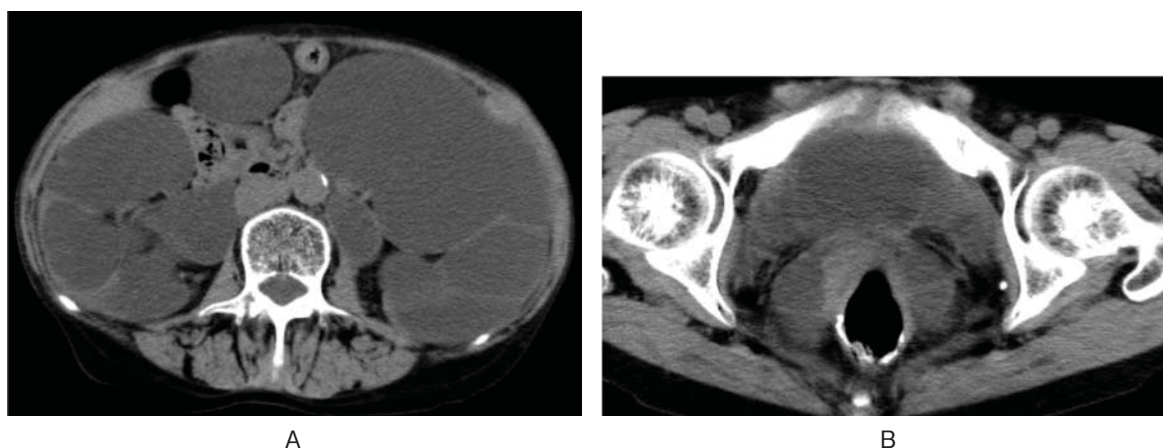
Axial view on plain abdominal CT. (A) bilateral severe dilation of renal pelvis and calix and (B) bilateral severe dilation of ureter without urinary retention.
